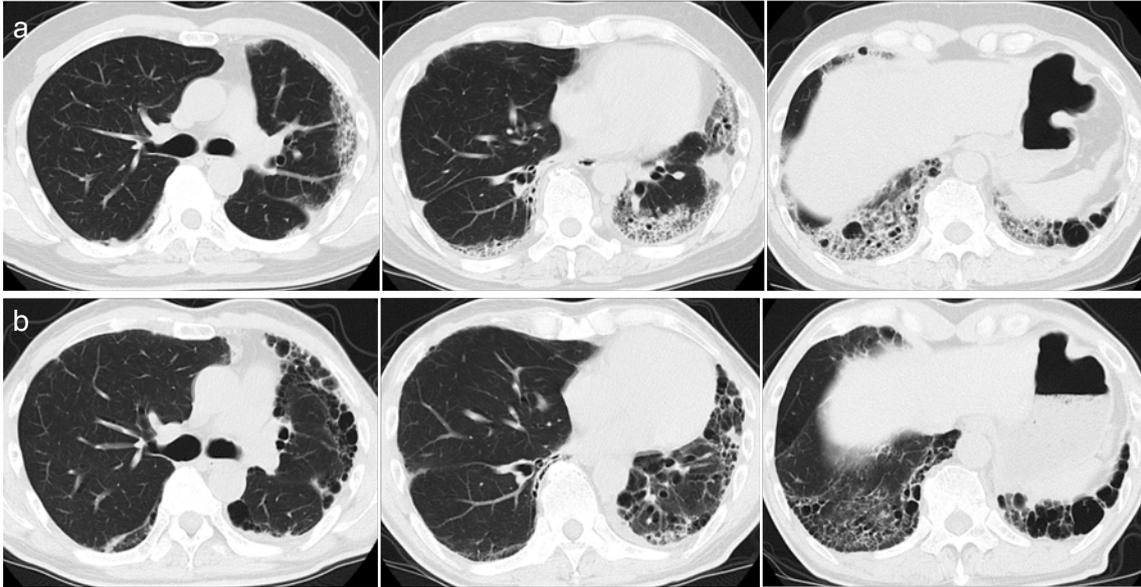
COVID-19罹患後の経過における早期の胸部CT像
